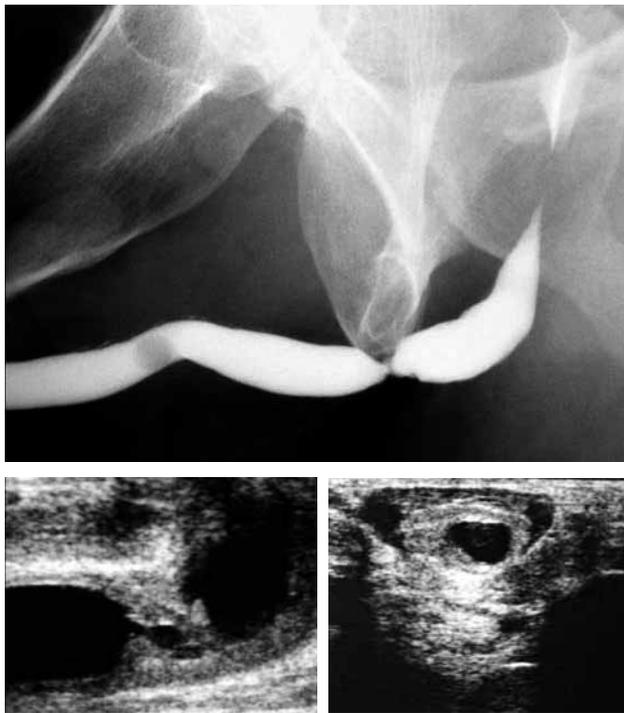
L'evidenziazione ecografica di una *spongiofibrosi estesa e ben strutturata* in una stenosi bulbare indirizzerà verso la scelta dell'Uretroplastica. *The ultrasonography shows a large spongiofibrosis in a bulbular stenosis which guides towards the choice of the urethroplasty.*
